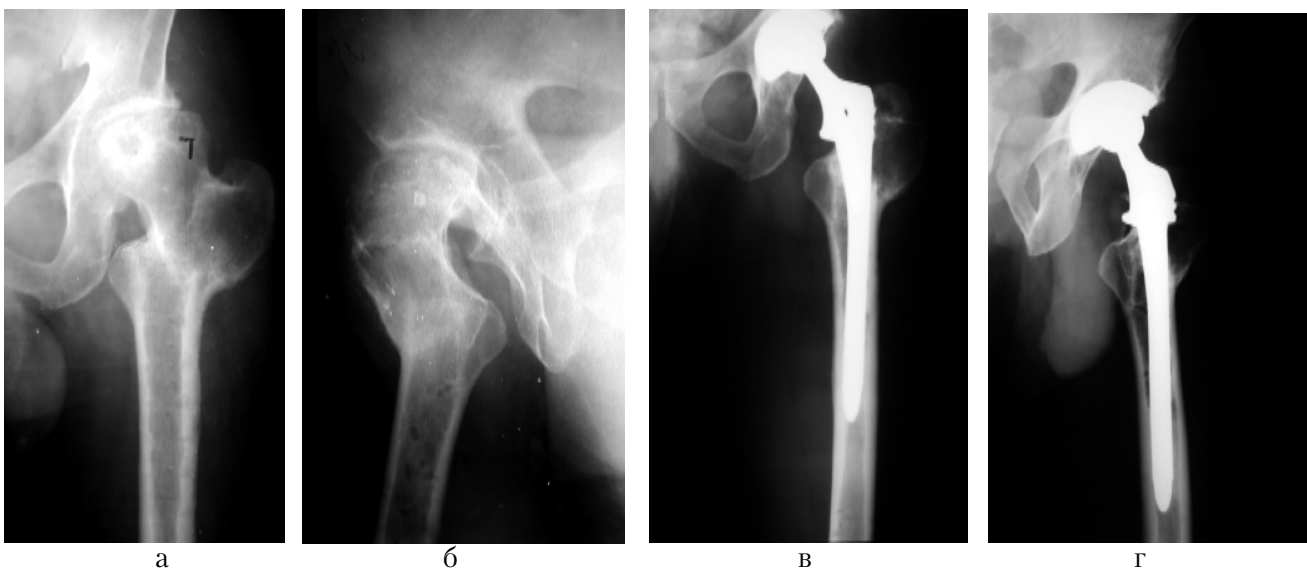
Рентгенограммы больного Л.: а, б – 7 лет после межвертельной остеотомии бедренной кости; в, г – спустя 4 года после установки бедренного компонента эндопротеза с «калькар».
